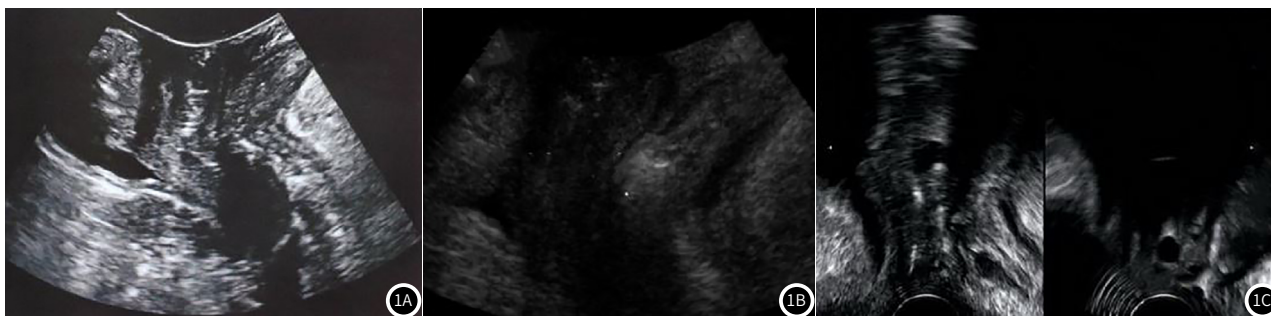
病例三维超声影像图。1A: 静息状态下盆底正中矢状切面图,子宫位于中腔室,直肠位于后腔室;1B: 肛门直肠肌明显不连续,疝出深度约1.9cm、长度约3.3cm;1C: 阴道结构塌陷,“H”形结构缺失。
